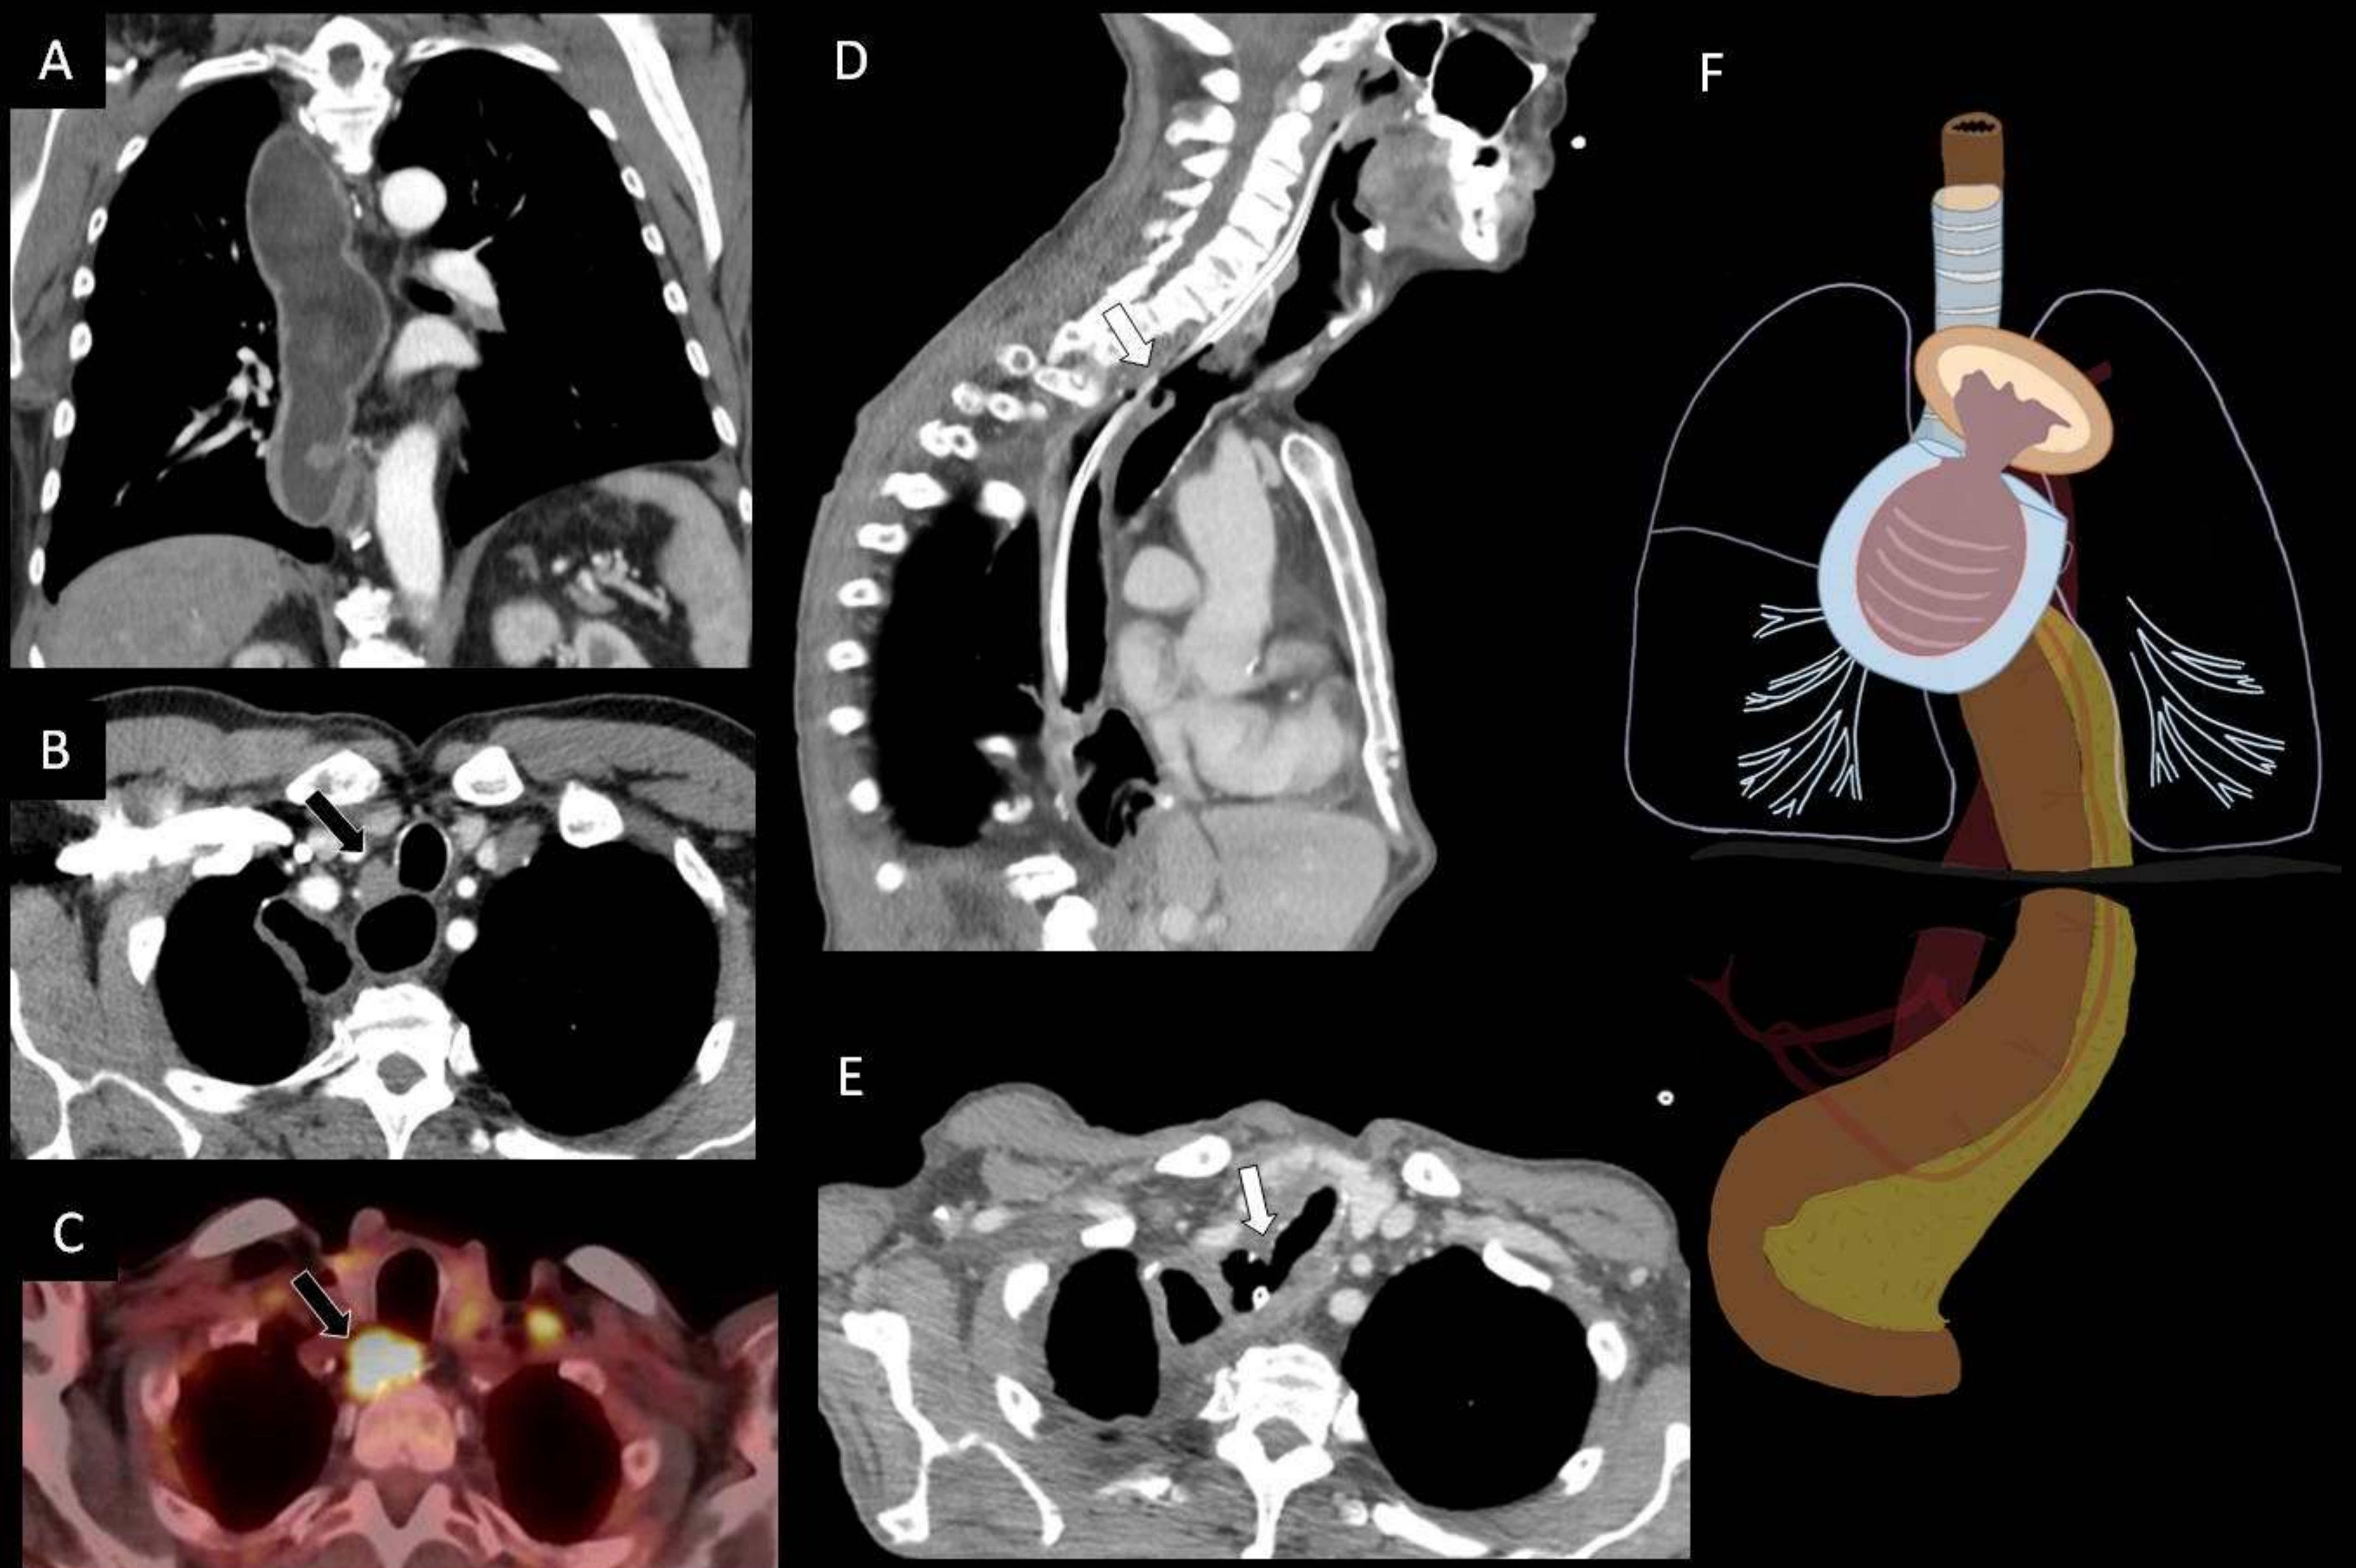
TC con contraste intravenoso (A, B, D, E), estudio metabólico PET FDG (C) y representación esquemática (F). Esofagectomía Ivor-Lewis (A) con recaída entre el esófago y la tráquea (B y C, flechas negras). Se trató con RT desarrollando posteriormente una fístula esofago-traqueal en esa área (D y E, flechas blancas).
